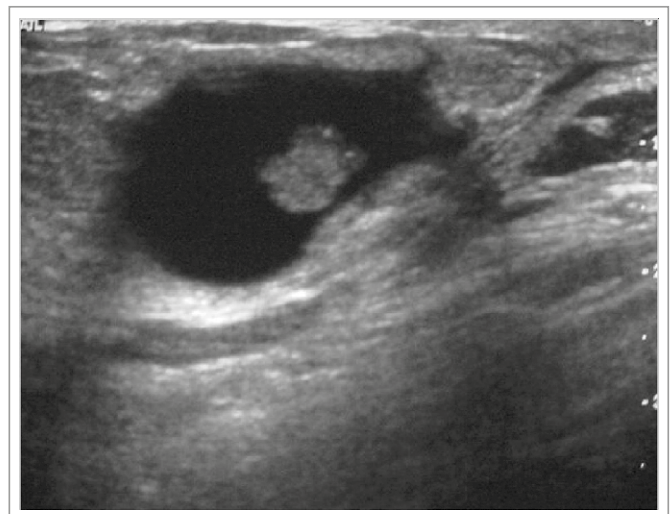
Ecografía de quiste complejo. Se observa estructura sólida en su interior y bordes no se observan bien delimitados.
